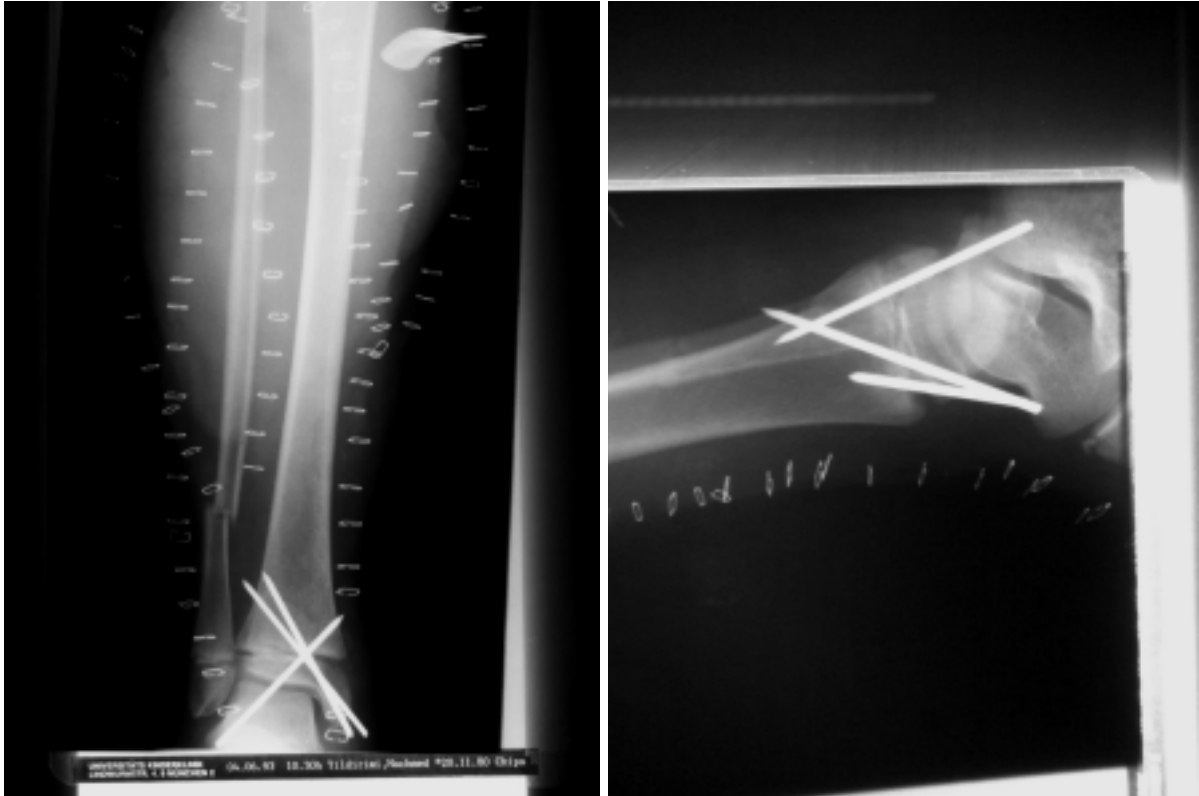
Röntgen vom 04.06.93: ap und seitlich (Pat. Nr. 37)
